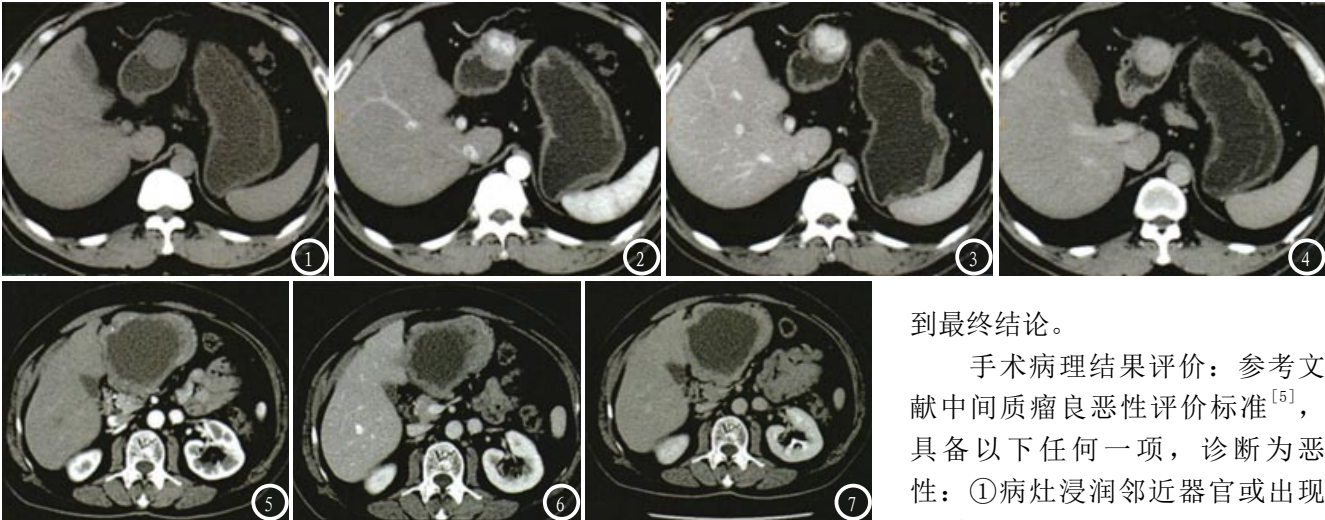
胃间质瘤患者部分病例影像学表现。图1-4 胃窦可见直径3cm的等密度影，形态规则，边界清楚，密度均匀，呈腔内生长，周围组织间隙清晰；动脉期病灶呈明显不均匀强化(图2)；静脉期持续强化(图3)，延迟期呈强化稍减退(图4)，CT诊断为胃良性间质瘤。图5-7 胃小弯侧见直径9cm的混杂密度肿块，形态不规则，边界清楚，呈中央低密度、边缘高密度影，向腔外生长，周围组织间隙较清晰；动脉期病灶呈明显不均匀强化(图5)；静脉期持续不均匀强化(图5)，延迟期持续强化(图7)，诊断为胃潜在恶性间质瘤。
